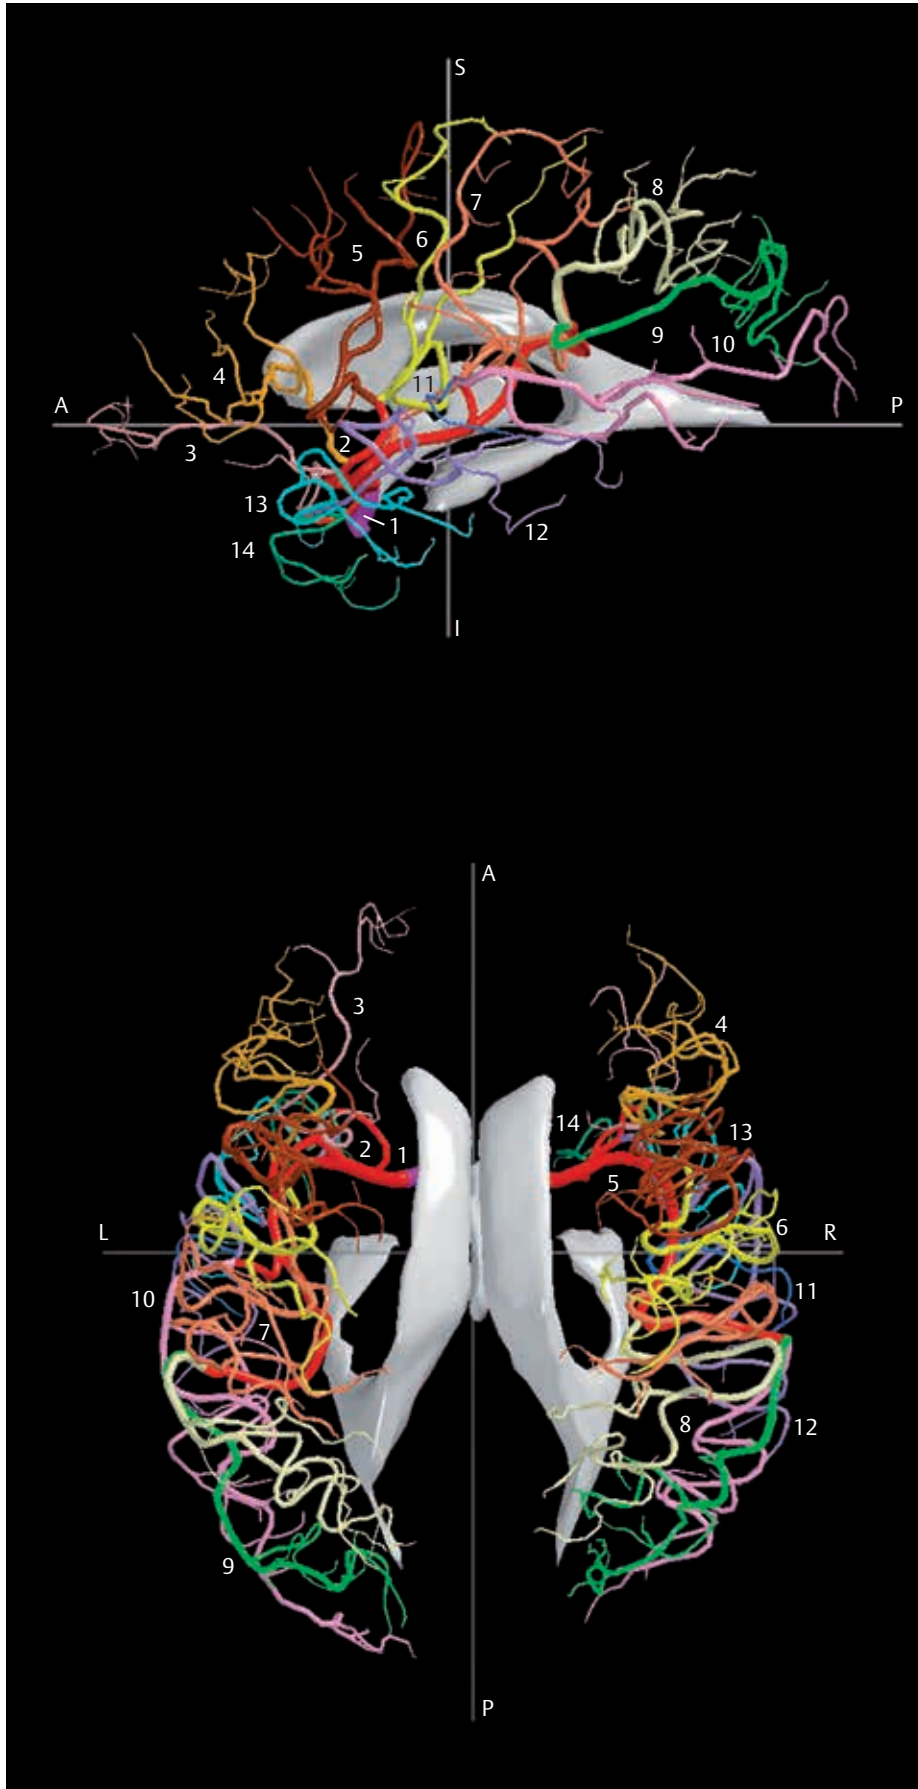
A. cerebri media mit ihren terminalen Ästen und Endteil der A. carotis interna. Bikommissurales Koordinatensystem. CT-Aufnahmen und Rekonstruktionen. (Quelle: [314]).
